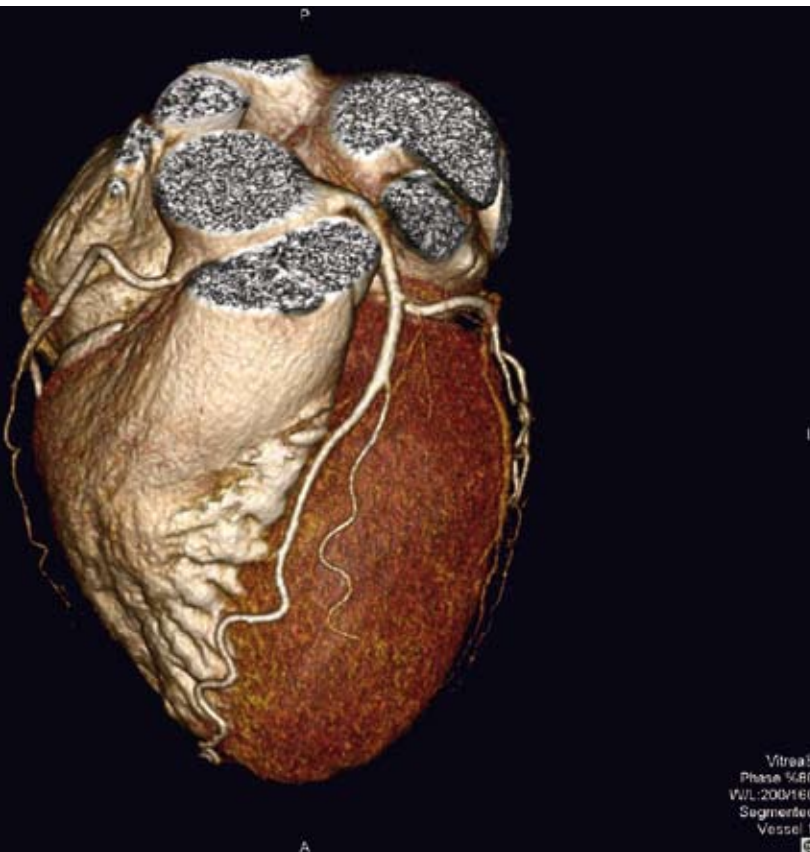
CT-Angiographie der Herzkranzgefäße
